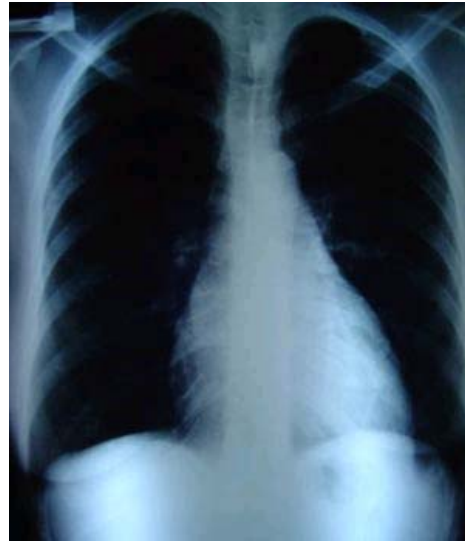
Radiografía Pósterio-anterior de tórax: se observa silueta cardíaca aumentada de tamaño debido al crecimiento de la aurícula izquierda, el ventrículo izquierdo, aorta pequeña, tronco de arteria pulmonar prominente, signos de Hipertensión arterial pulmonar, signos de hipertensión venocapilar pulmonar.
